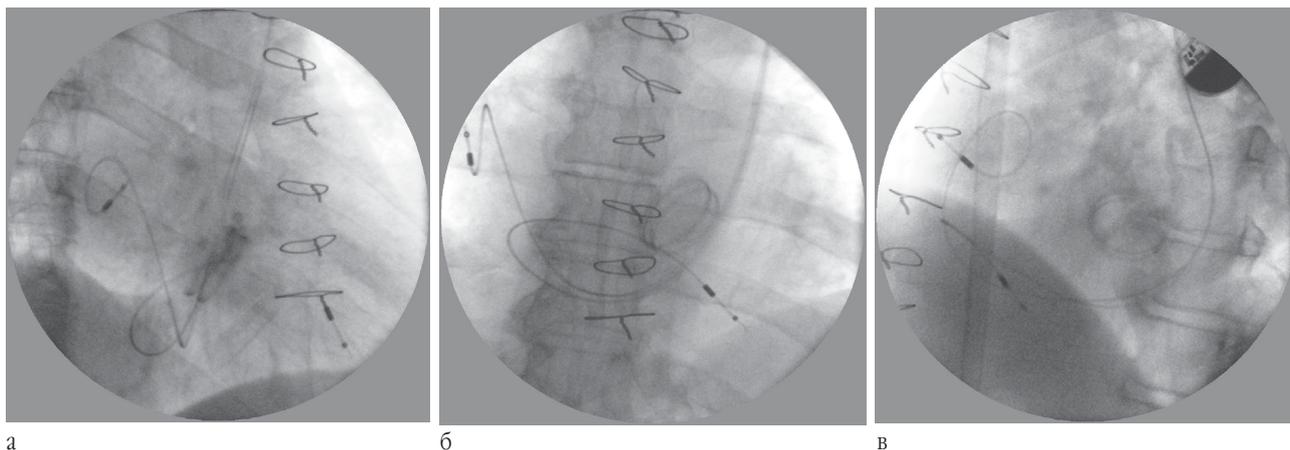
Рентгенографический снимок: а) в правой полукосяк (30°) проекции после имплантации ЭКС; б) в передне-задней проекции после имплантации ЭКС; в) в левой полукосяк (30°) проекции после имплантации ЭКС
